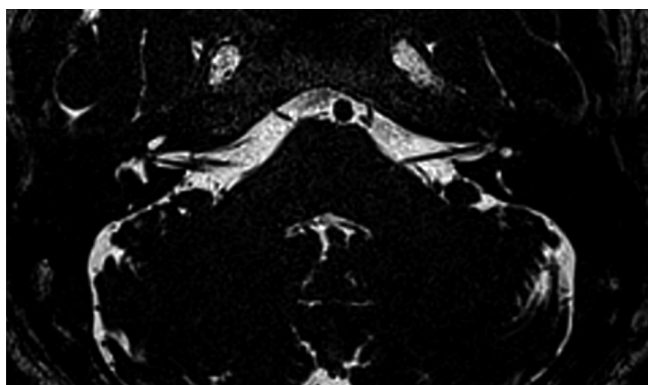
Magnetic resonance image of a right-sided Type 2A vascular loop in a 55-year-old male patient with right-sided tinnitus.
